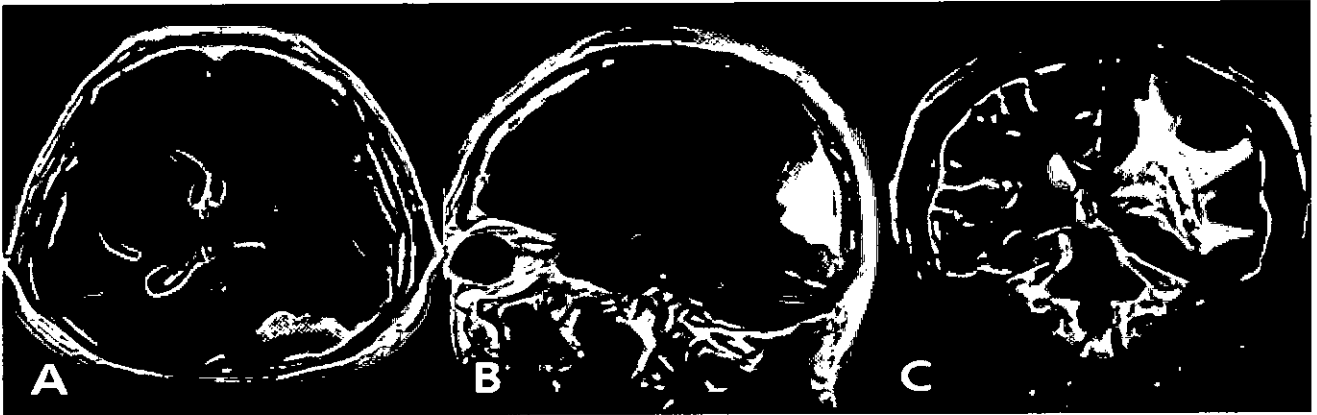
Gadolinium enhanced T1 weighted magnetic resonance images (A and B) show well enhancing extraaxial mass with dural tail on left parieto-occipital area, Marked peritumoral edema is detected on T2 weighted image (C).
